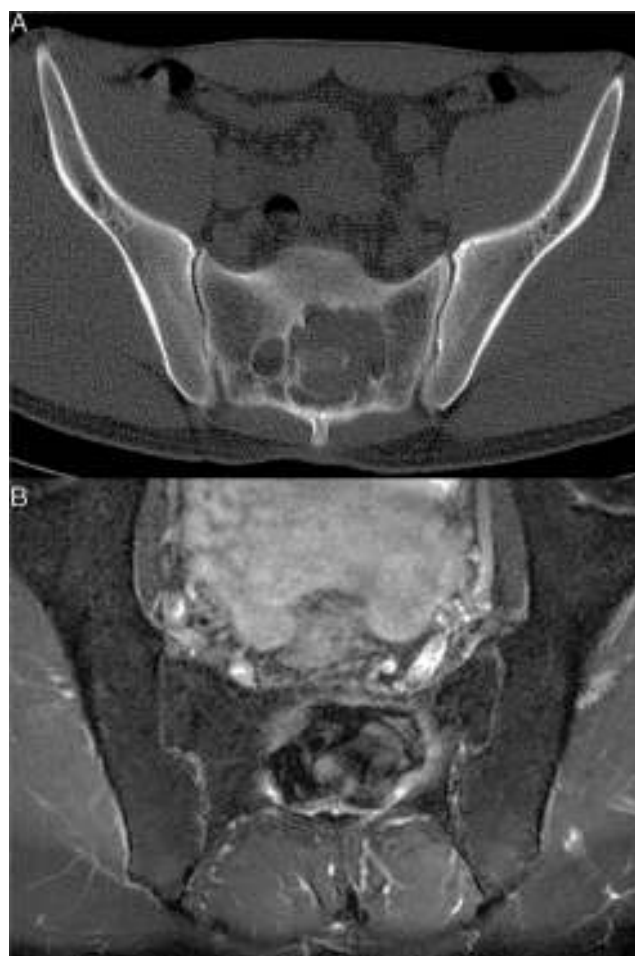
Tumor de células gigantes (TCG). A) Mujer de 33 años de edad. Imagen axial de TC. Lesión osteolítica sin esclerosis marginal o calcificación de la matriz en el cuerpo vertebral de S1-S2. B) Imagen axial de RM con secuencia potenciada en T2 con supresión grasa. Tumor con una intensidad de señal llamativamente intermedia-baja en esta secuencia. Hallazgos radiológicos compatibles con un TCG óseo.
